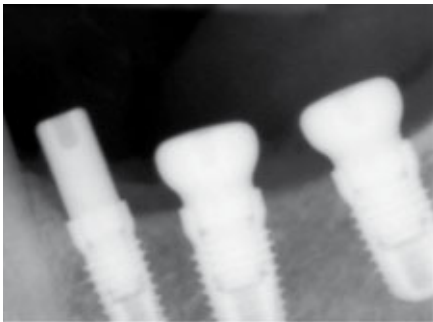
Röntgenkontrolle nach OP
